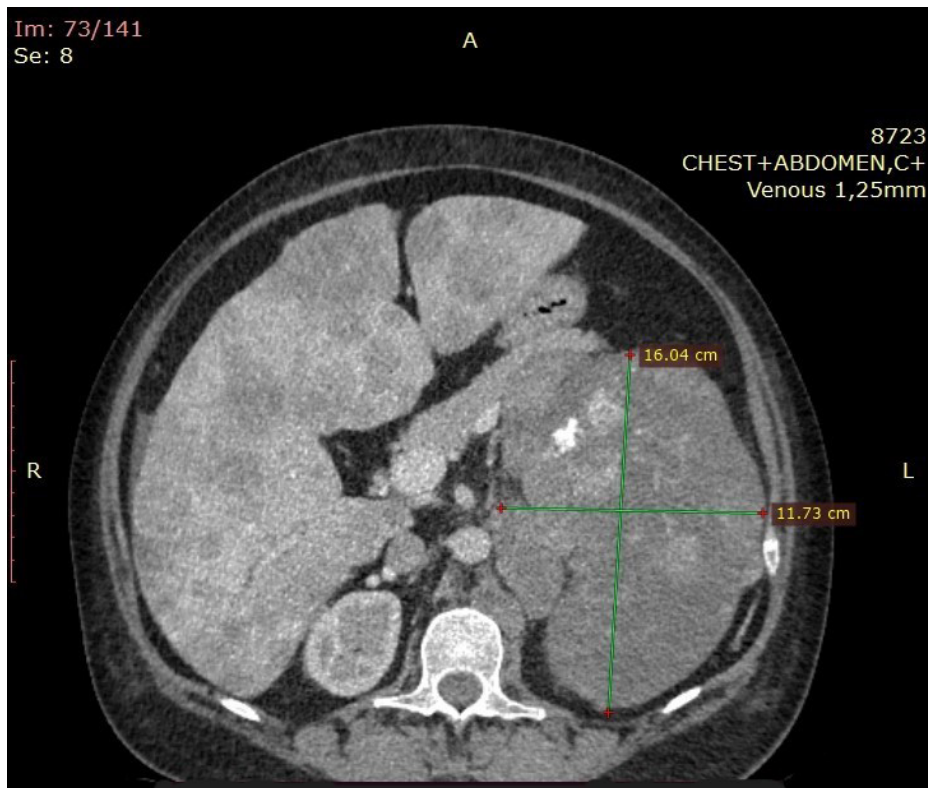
МСКТ органов грудной и брюшной полости с контрастированием
